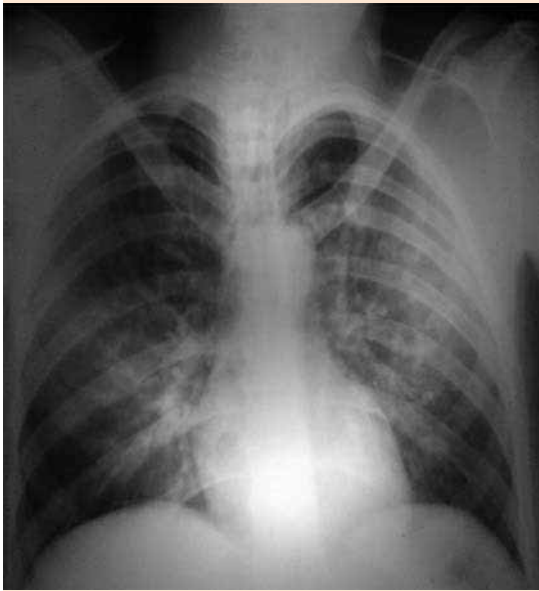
Radiografía posteroanterior de tórax, paciente en decúbito supino, se observa infiltrado bilateral intersticial alveolar, en "alas de mariposa", característico de edema agudo de pulmón.
